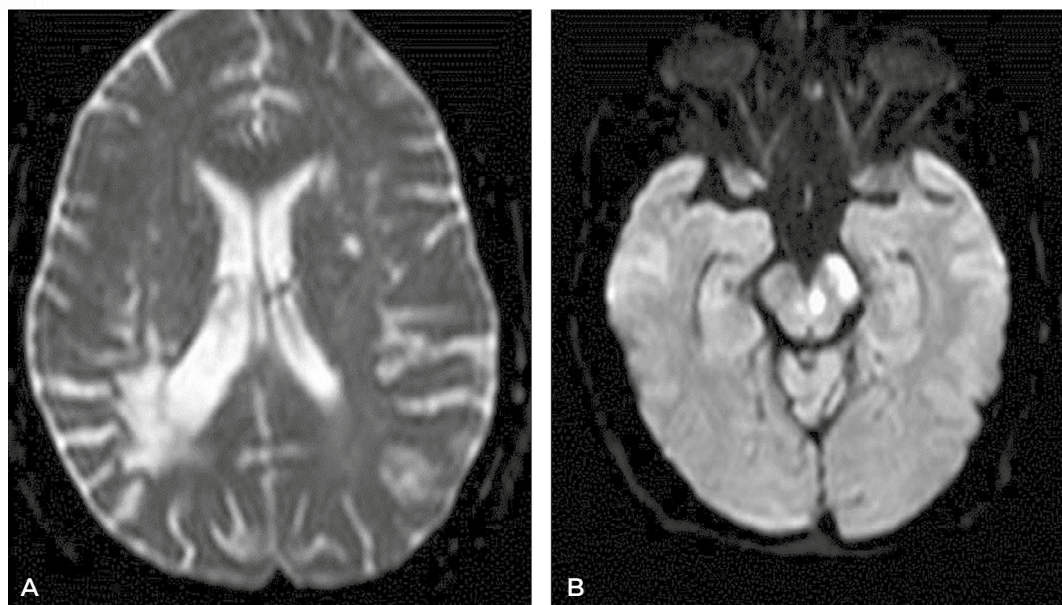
RM de cráneo en difusión con corte axial. Se puede ver una lesión hiperintensa en área parietal peritrial derecha (A) y lesión hiperintensa peritegmental en mesencéfalo izquierdo (B).
